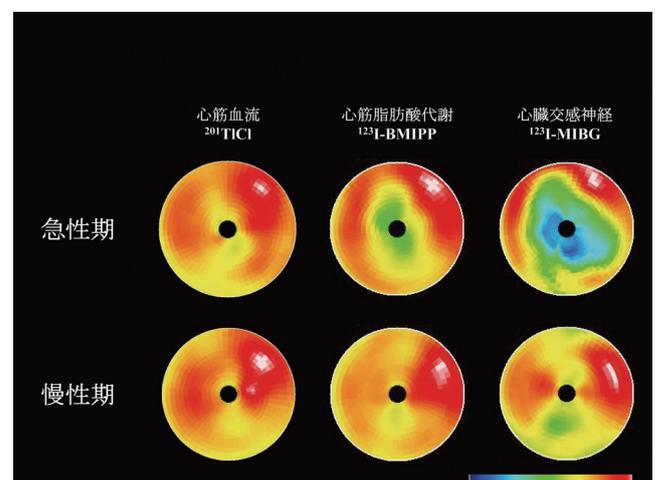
心筋血流、脂肪酸代謝、交感神経 SPECT 所見の比較
